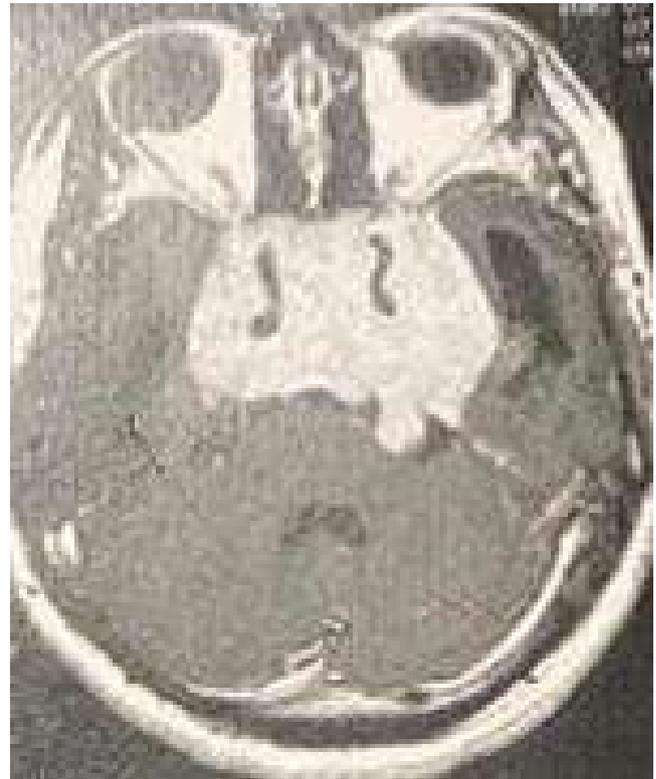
Cordoma, visto na RM (T1).
